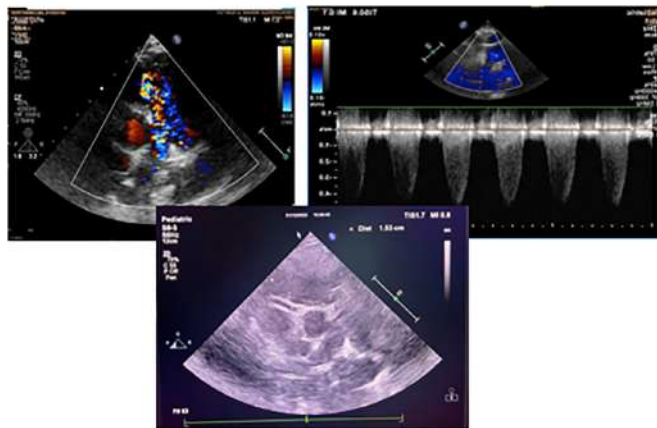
Echocardiography revealed a severe pulmonary stenosis with a pressure gradient of 100 mmHg and severe tricuspid regurgitation.
